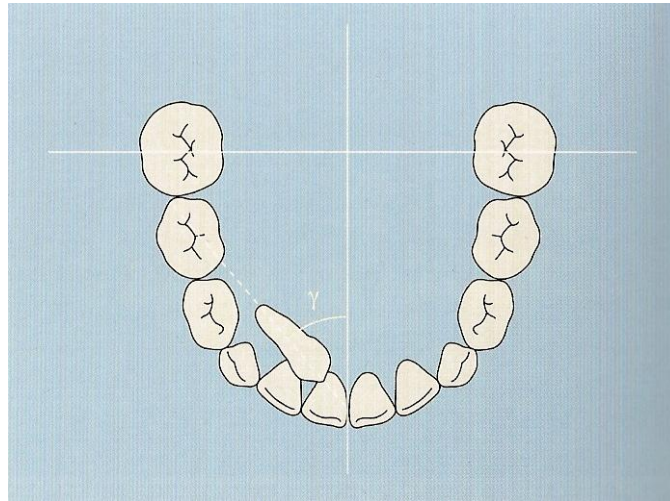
Inclinación de canino superior retenido evaluado en una radiografía oclusal total superior.
